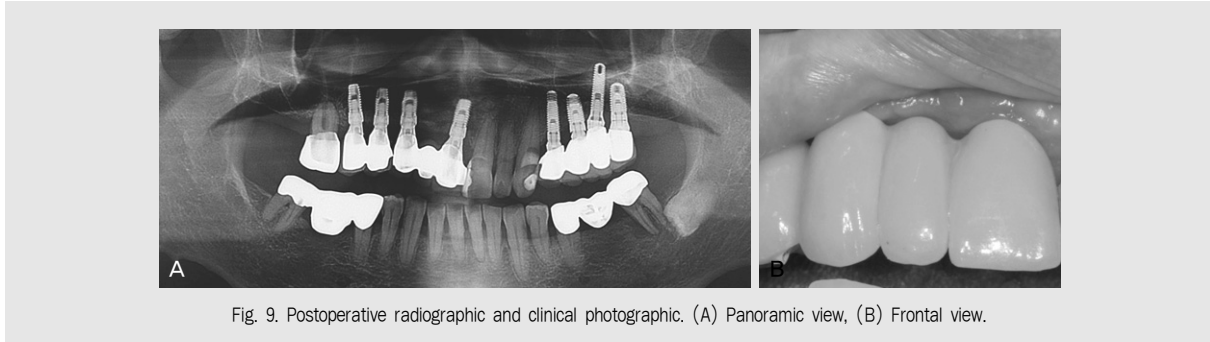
Postoperative radiographic and clinical photograph. (A) Panoramic view, (B) Frontal view.
